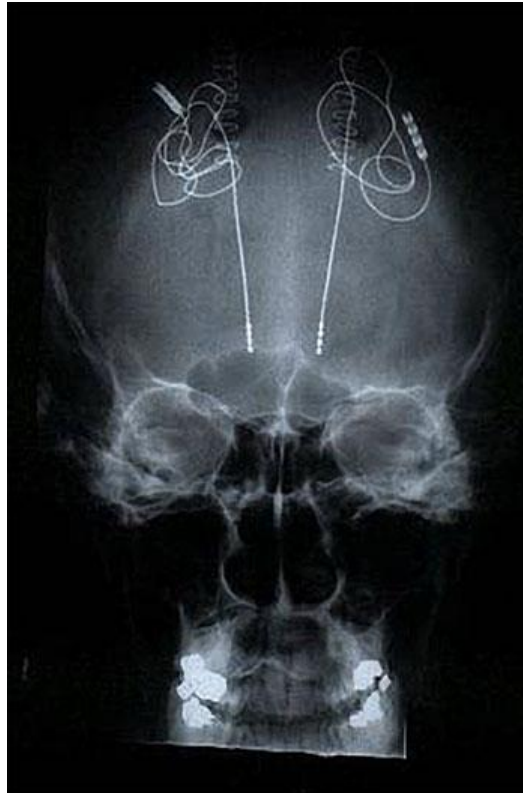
Röntgenbild der implantierten Elektroden.
